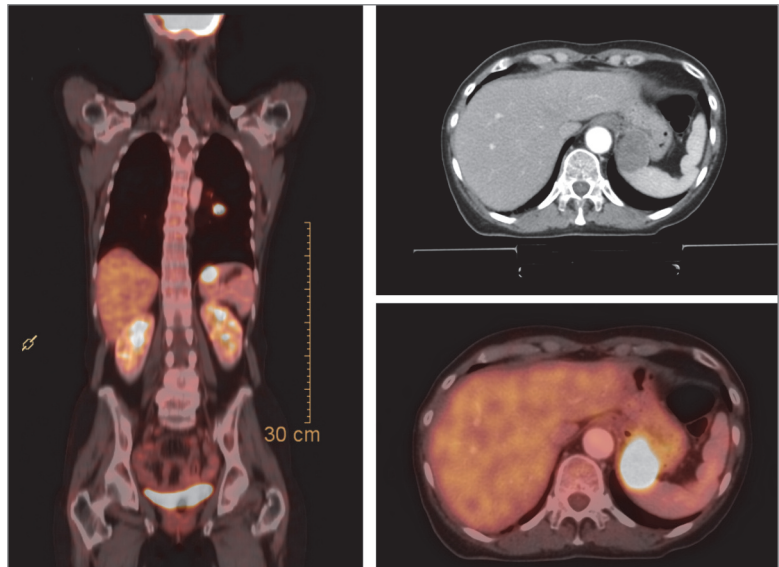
b: SCLC mit Metastase in der Milz. Links fusionierte FDG-PET/CT in koronaler Schicht. Rechts oben CT im Weichteilfenster in axialer Schicht, rechts unten fusionierte FDG-PET/CT in axialer Schicht.
